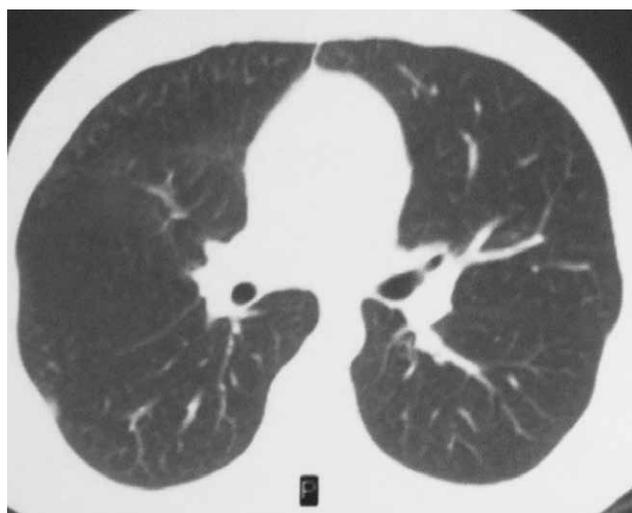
КТ грудной клетки при выписке: заметное рассасывание периваскулярной, перибронхиальной, перилимфатической инфильтрации. Уплотнена междолевая плевра справа
